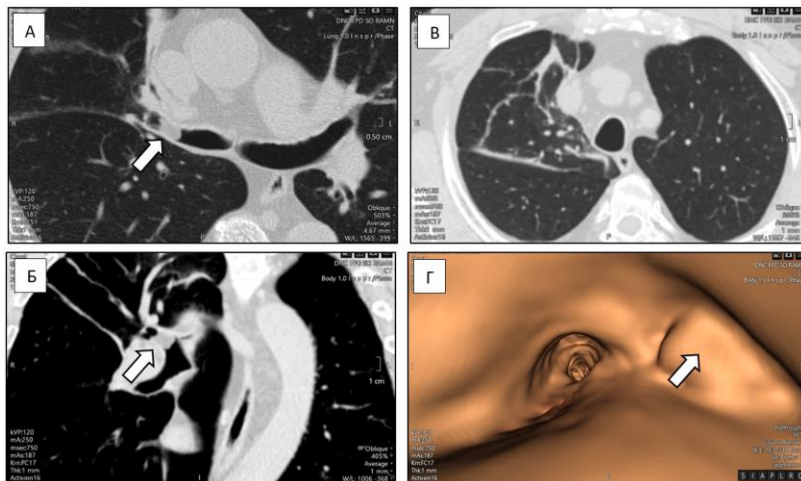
Аксиальный срез (А) и косо-корональная реконструкция (Б) компьютерной томографии. Стрелкой отмечено образование правого верхнедолевого бронха.
